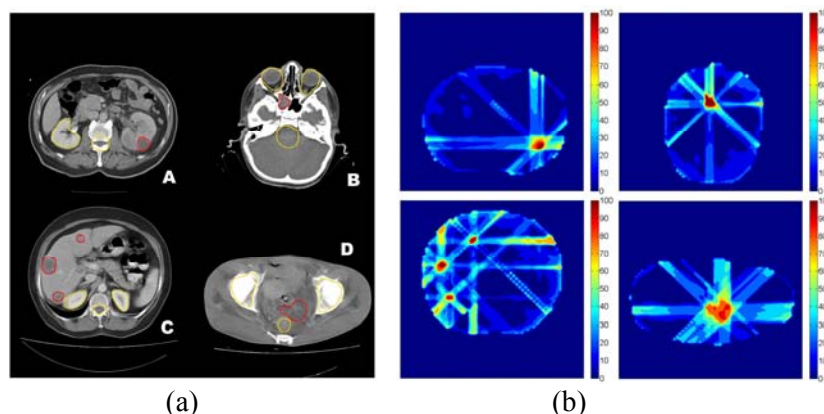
(a) Imagens de tomografia computadorizada utilizadas no planejamento otimizado. A localização do tumor corresponde à seleção em vermelho e os tecidos críticos à seleção em amarelo. (b) Curvas de isodose que representam as concentrações de dose nos tecidos irradiados para os planejamentos otimizados.
